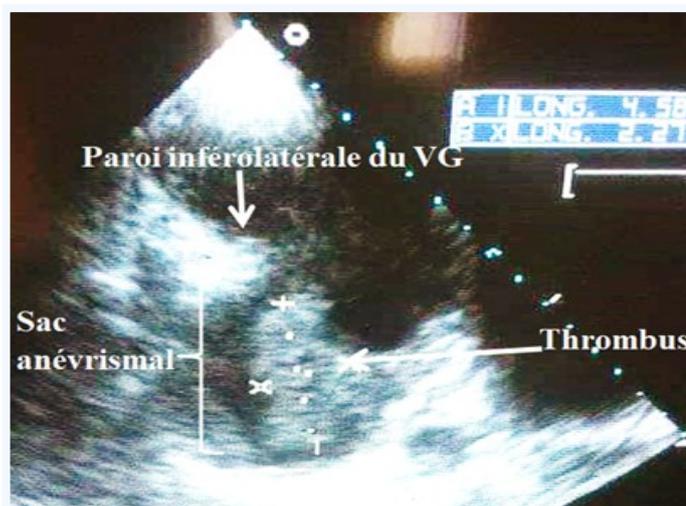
Aspect échocardiographique en incidence parasternale grand axe montrant une masse hyperéchogène intracavitaire mesurant 45mm x 22 mm de diamètre (thrombus) sur un anévrysme de la paroi inféro-latérale du ventricule gauche
